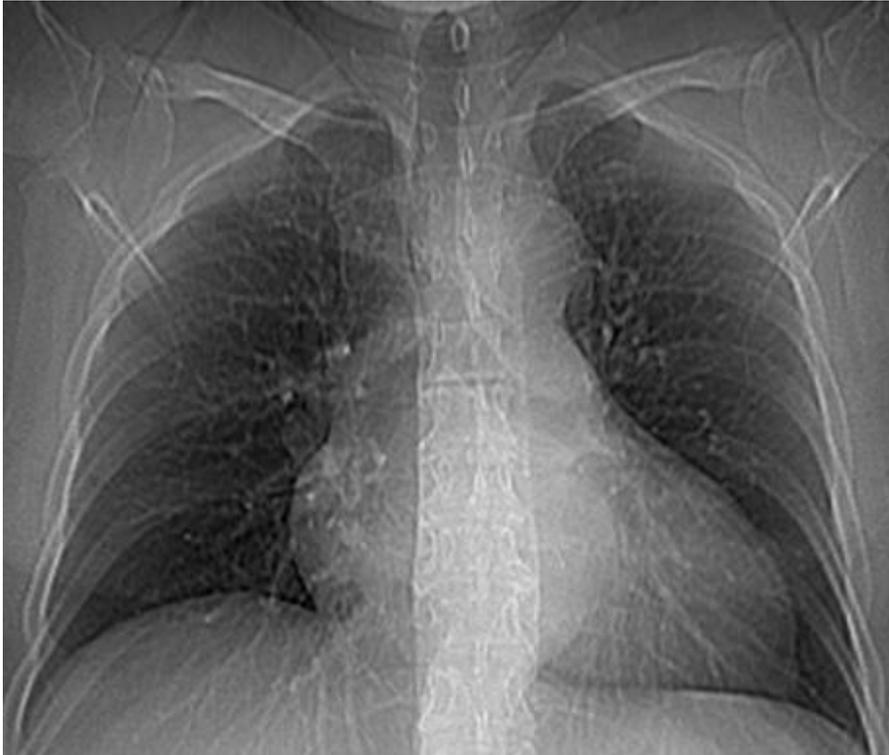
Radiografía de tórax con ensanchamiento mediastinal.
